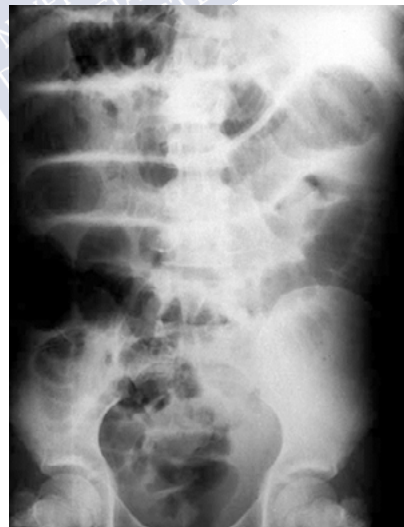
Radiografía de abdomen en un niño con apendicitis aguda. Fuente: Sivitt CJ., *Pediatr Radiol*, 2004;34(6):447-53. Reproducida bajo licencia de Springer Nature.
